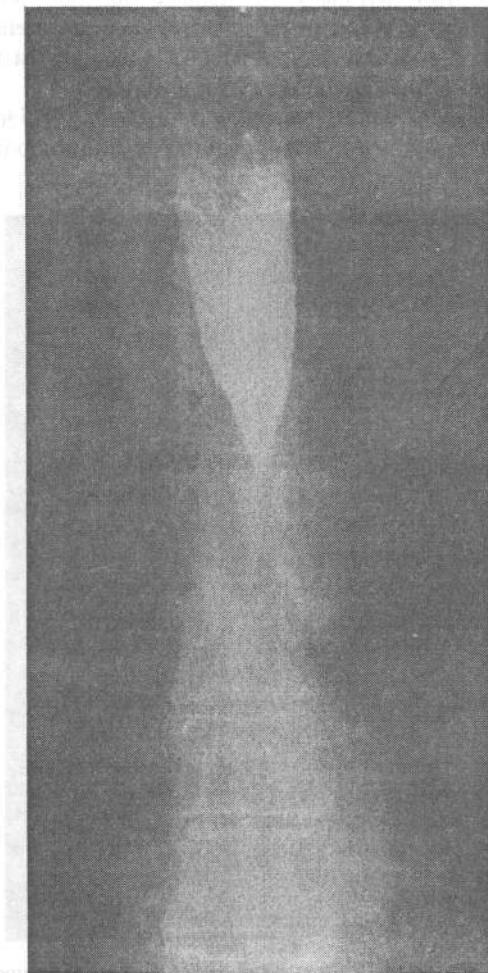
Пациент III. Пептическая структура нижней трети пищевода. Рентгенограмма
